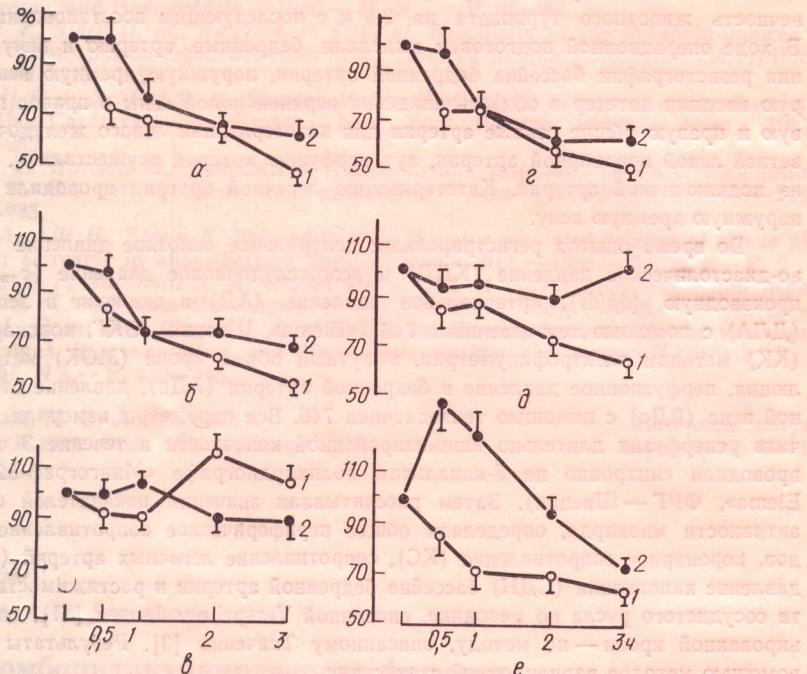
Влияние блокады рецепторов тромбоцитактивирующего фактора на развитие изменений показателей кардио- и гемодинамики после реперфузии ишемизированных тканей конечности:
